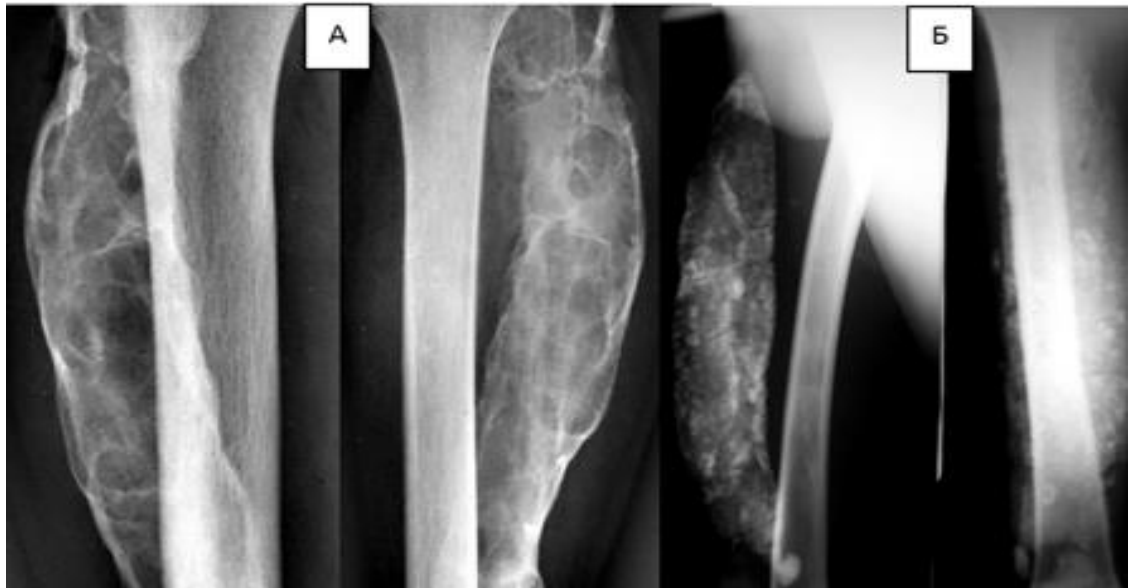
Внутрішньокісткова форма моноосальної фіброзної дисплазії (ФД). Рентгенограми кісток гомілки і стегна в прямій і бічній проєкціях 2-х різних хворих. А – визначається виражена деформація (від метафіза до метафіза) і здуття малогомілкової кістки з нерівномірним виточенням кортикального шару за рахунок дифузної кістоподібної перебудови її структури. Патологічний процес (своєрідна кістка з фіброзним кістковим мозком, здатним розростатися і давати «остеоїдну тканину і кістку незакінченого типу»), тобто утворення кіст і незрілої кісткової тканини) при цьому розповсюджується на всі елементи кістки. Б – до диференціальної діагностики – зображення між'язової звапнілої гематоми.
